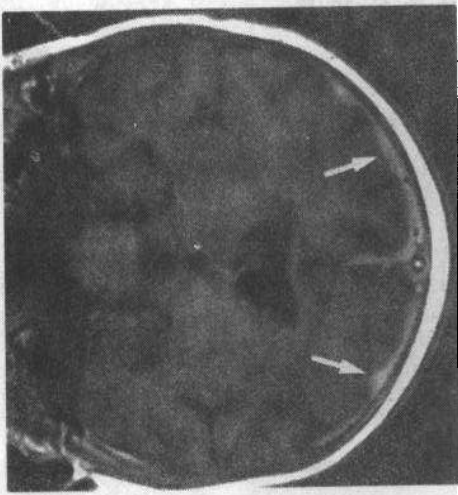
细菌性脑膜炎。增强MRI扫描表现为大脑凸面的脑膜（箭头）增厚，异常强化，并伸入大脑半球回裂
